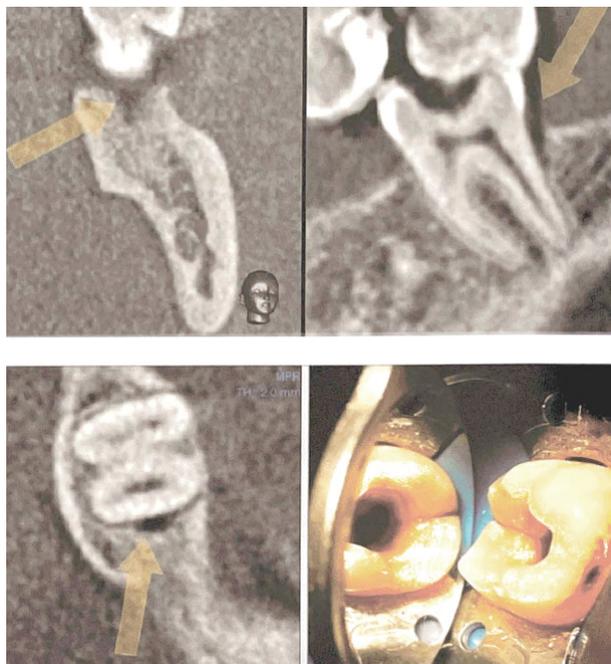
Первичный признак перелома корня — линейный дефект поперек корня зуба (Рогацкин Д. В., Гиналии Н. В. Искусство рентгенографии зубов, 2007)
